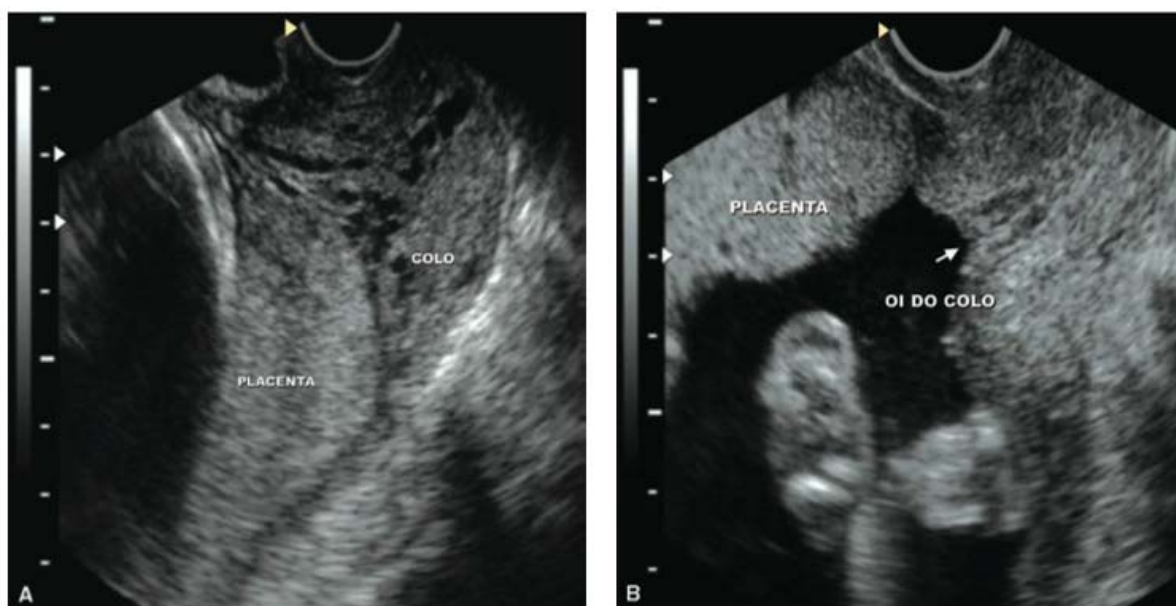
■ Imagem de ultrassonografia endovaginal mostrando: A. Placenta prévia marginal. B. Placenta com implantação baixa.
